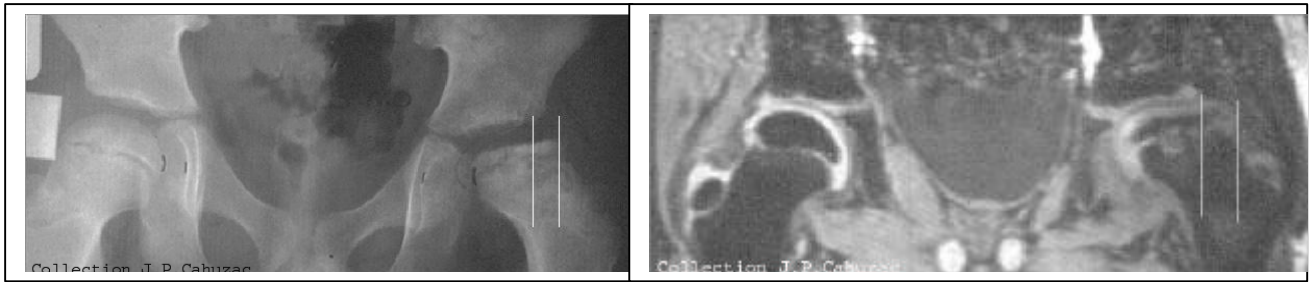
L'index de Heyman mesurant le débord de la tête est plus important sur l'IRM que sur la radiographie : a) index radiographique, b) index IRM.
